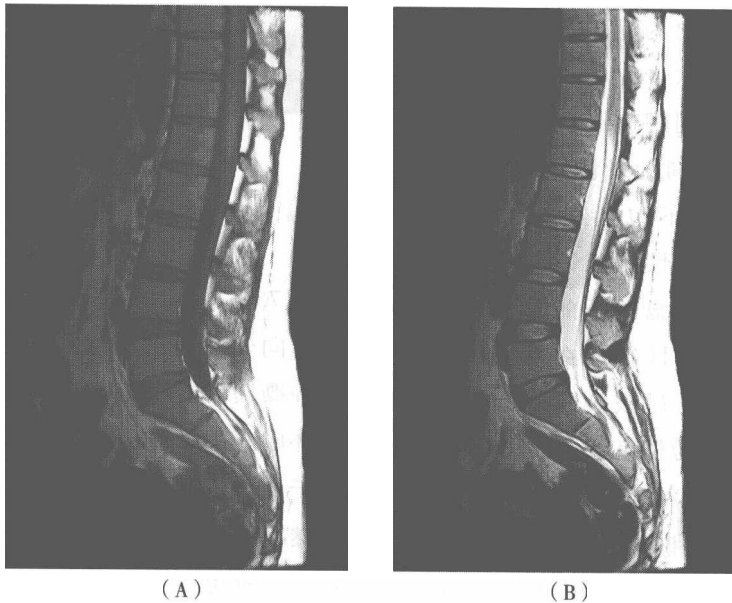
矢状位 MRI 对椎间盘内纤维变的显示
